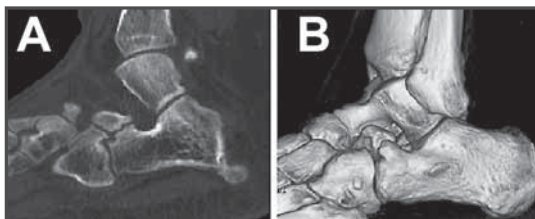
A. Corte sagital de TC en el que se aprecia la fractura no consolidada de tipo 3 de Degan. B. Reconstrucción tridimensional.
